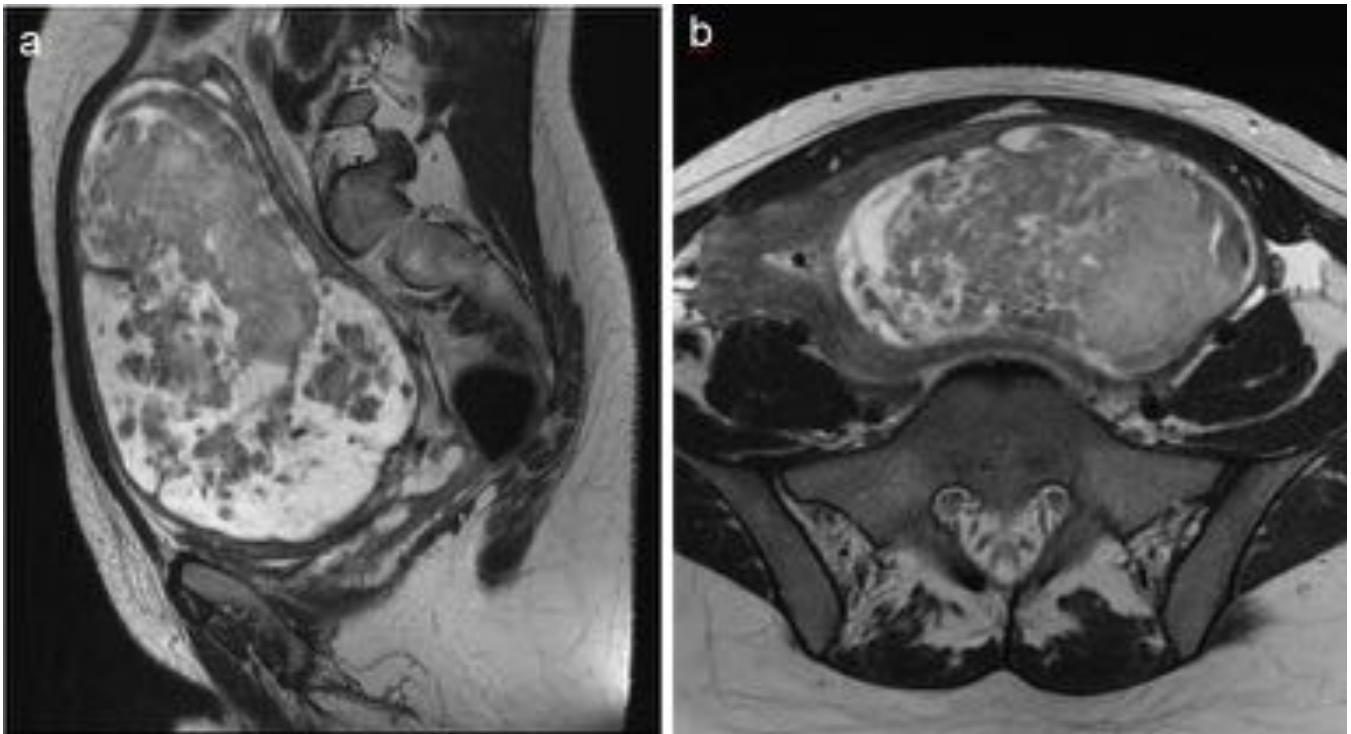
Fig.10 Caso 3. Mujer de 29 años sin antecedentes médicos reseñables, que acude por dolor e hinchazón abdominal, metrorragias y pérdida de peso en los últimos tres meses. Masa miometrial subserosa. RM pélvica con imágenes potenciadas en T2, en el plano sagital (a) y axial (b) muestra una gran masa de 16cm miometrial subserosa, en canto izquierdo de señal heterogénea, ligeramente hiperintensa al miometrio con zonas de alta señal, similar al líquido, que sugieren zonas de degeneración quística.
